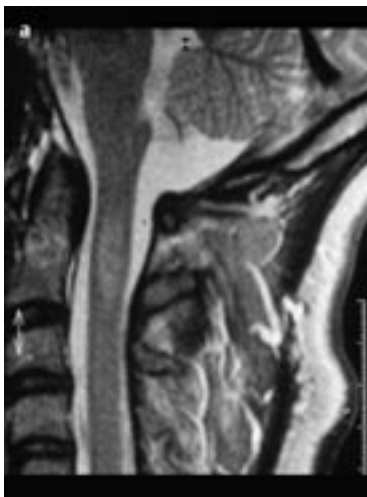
a, b MRT HWS (sagittal, T2) (a): Geringes Ödem im Myelon. Deutliche hyperintense Signalalteration im Bereich der Densbasis bei Vorliegen einer Densfraktur Typ Anderson II. MRT HWS (sagittal, T2) (b): Hyperintenser Kontusionsherd im Rückenmark. Ruptur des vorderen und hinteren Längsbandes.
